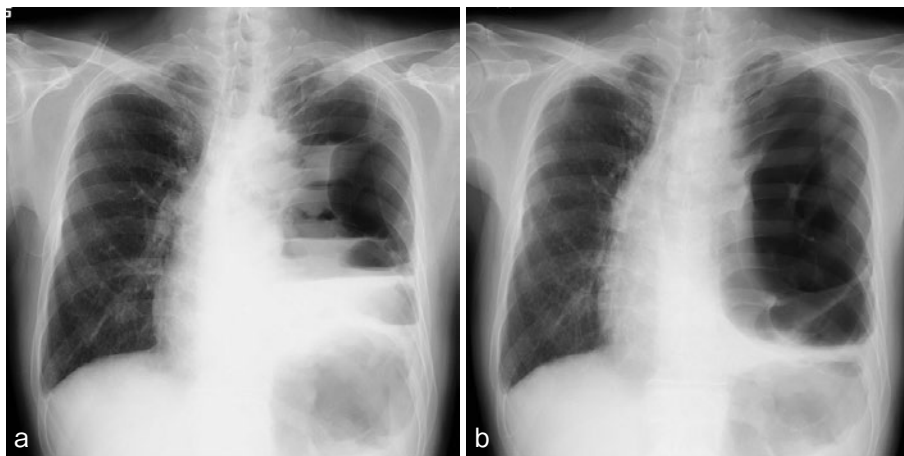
胸部X線写真。(a) 転院直前。(b) 転院直後。胸腔ドレナージは施行していないが5日の経過で胸水は急速に減少していた。
